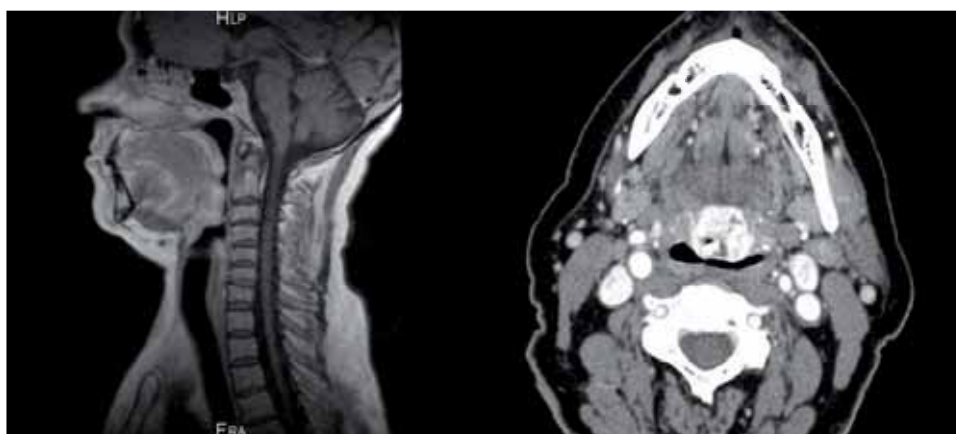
Izquierda: imagen de RMN (corte sagital) donde se aprecia la lesión en la base de la lengua con discreta estenosis de la vía aérea superior. Derecha: imagen de TC (corte axial) donde apreciamos una lesión nodular hiperdensa a nivel de la base lingual.
